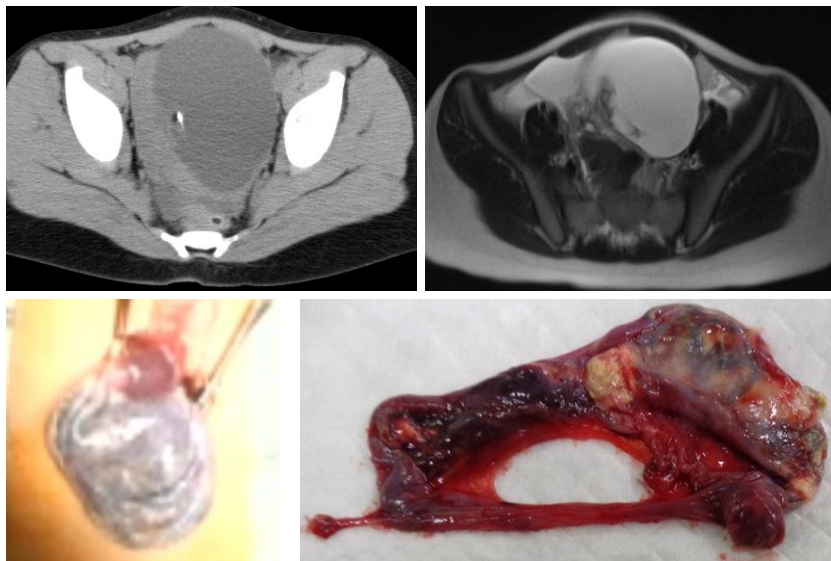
a. 腹部単純CT：骨盤内に石灰化成分をともなう腫瘍を認める。
